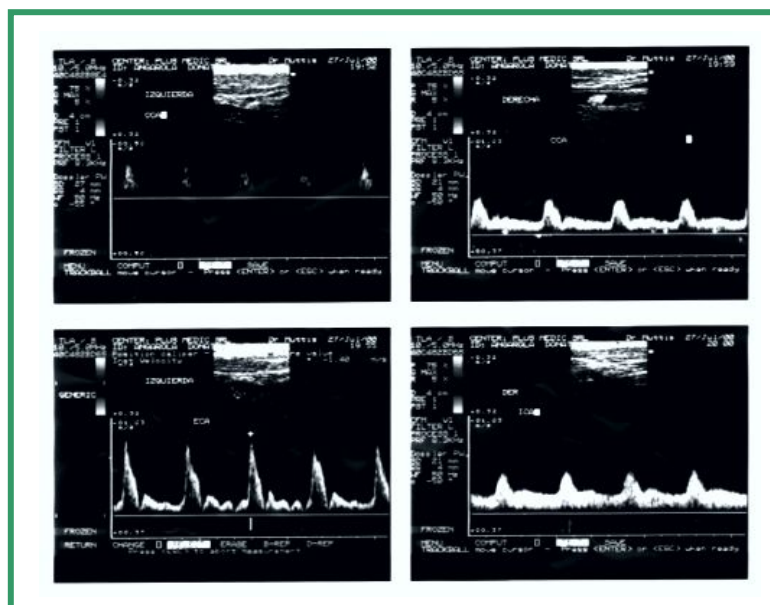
EcoDoppler de Troncs Supraaòrtics del mateix pacient que mostra una obstrucció severa de la caròtida interna esquerra. Costat dret sense lesions.
